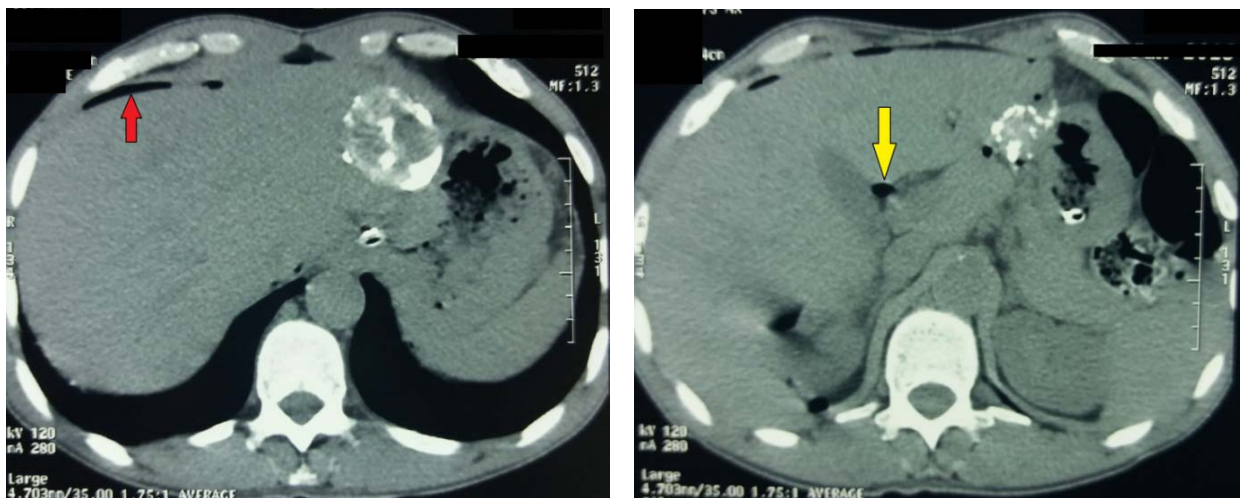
TDM abdominale sans injection du PDC chez un patient ayant une péritonite par perforation d'ulcère. On note la présence d'un petit croissant gazeux sous phrénique droit (flèche rouge) et des bulles d'air extradigestifs au niveau de la région sous hépatique et au niveau du hile hépatique (flèche jaune).
